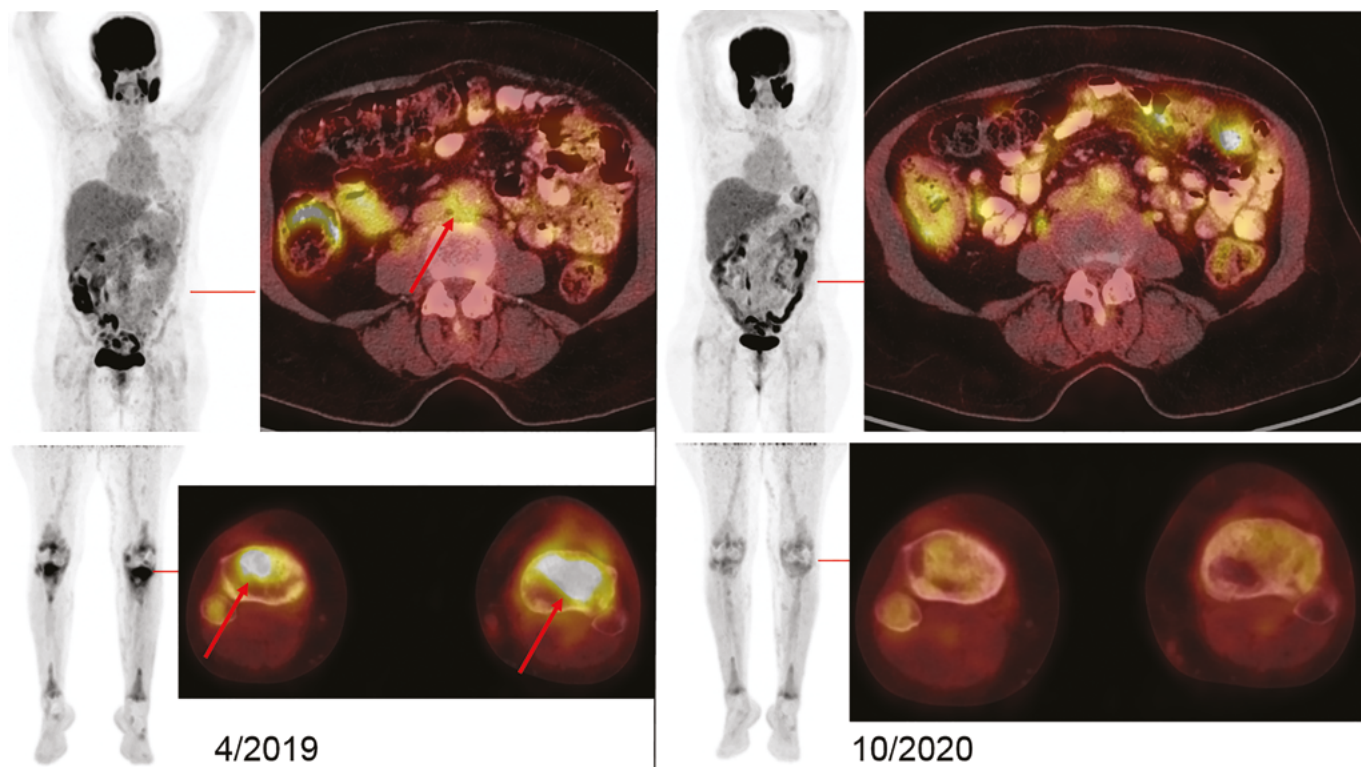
Vizualizace nemoci pomocí FDG-PET/CT vyšetření: Vlevo iniciální sken s MIP projekcí trupu a dolních končetin (v černobílé barevné škále). Červeně jsou označeny axiální fúzované řezy (v barevné škále Hot Body), s detaily FDG-avidního postižení retroperitonea a proximálních tibíí (šipky). Vpravo pak identické oblasti potvrzující remisí (vymizení akumulací FDG v RP i skeletu). U pacientky se opakovaně zobrazují metabolicky aktivní žvýkací svaly – jako projev svalové aktivity žvýkání bezprostředně před vyšetřením. Akumulace FDG v mozku, ledvinách, močovém měchýři je fyziologická. Akumulace v tračníku je variantou fyziologického zobrazení
